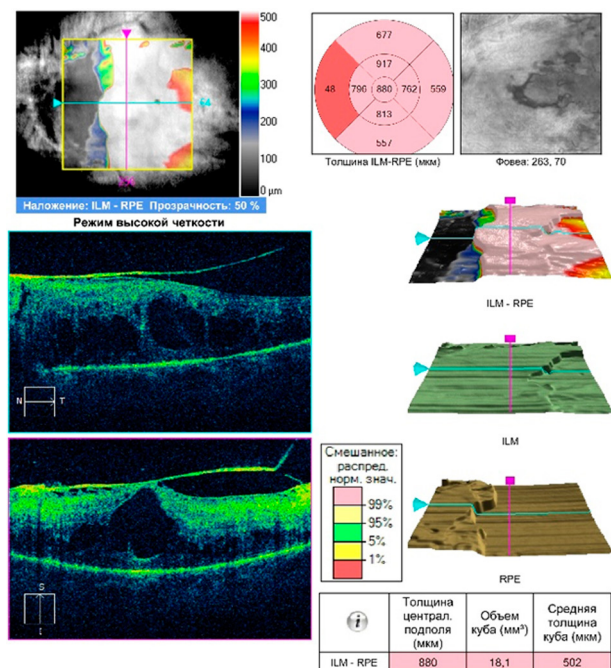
Оптическая когерентная томография макулы левого глаза пациентки М. Массивная витреоретинальная тракция, кистозный макулярный отек
